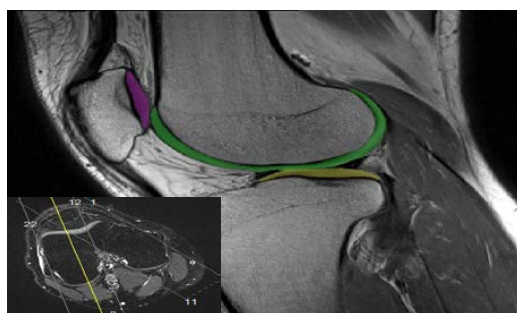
Different Articular cartilage regions segmented on a knee MRI. Yellow line indicates the slice placement.
